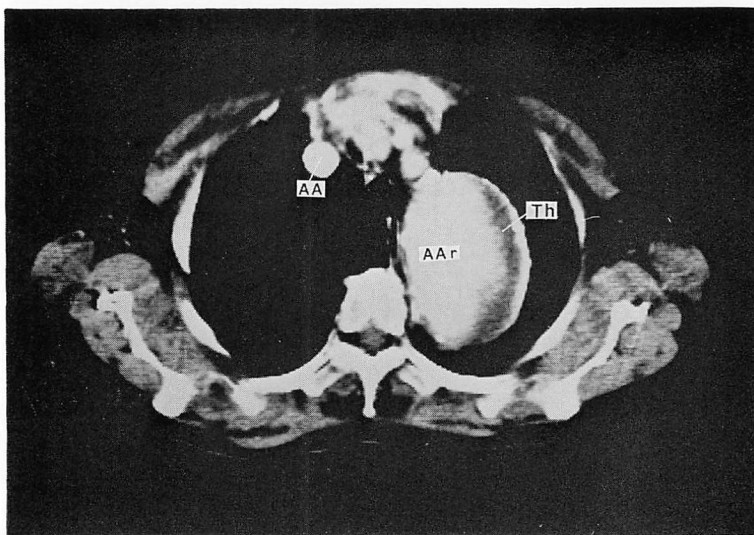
X-ray CT image of a mural thrombus in thoracic aortic aneurysm.
